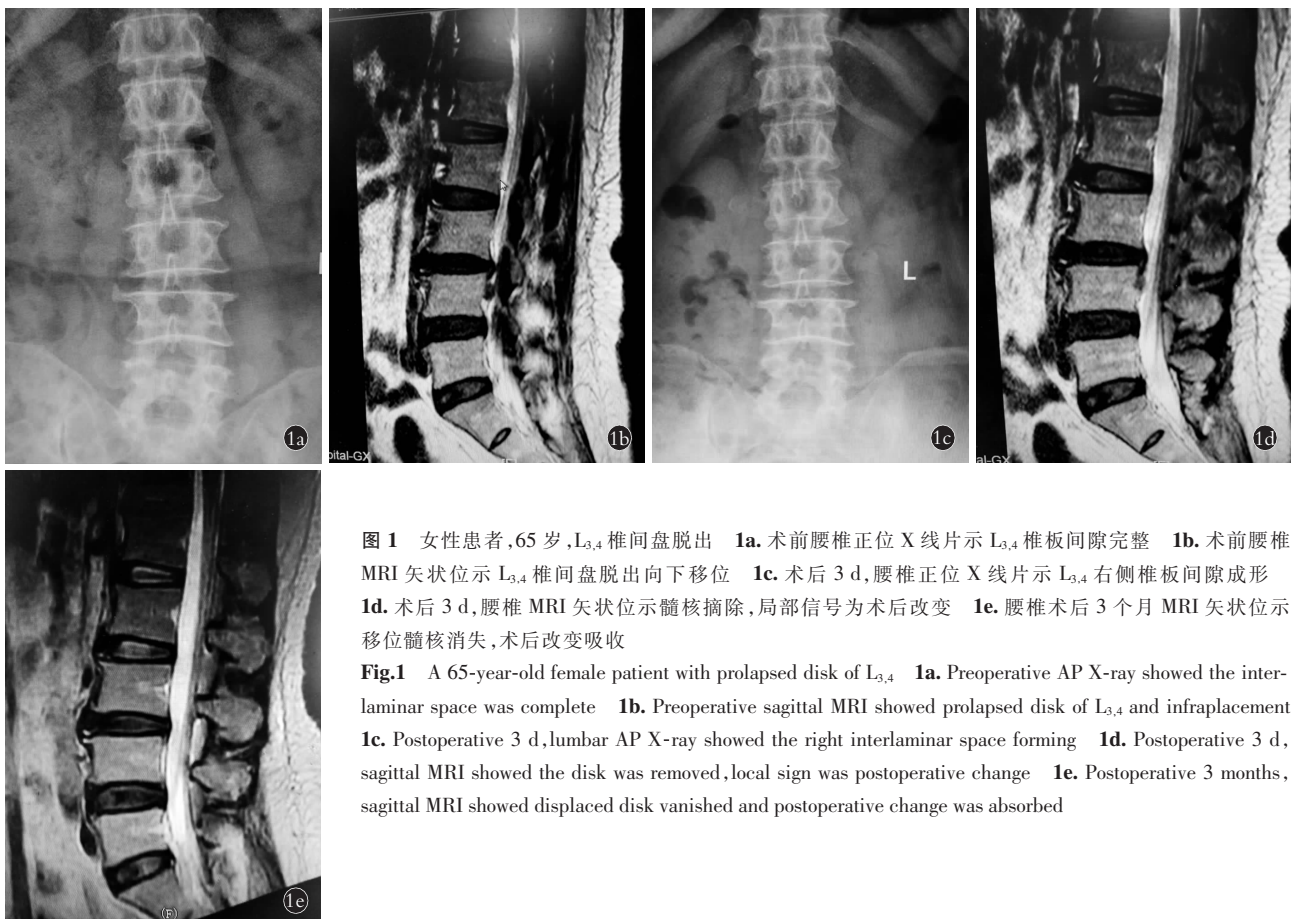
女性患者,65 岁,L_{3,4}椎间盘脱出 1a. 术前腰椎正位 X 线片示 L_{3,4}椎板间隙完整 1b. 术前腰椎 MRI 矢状位示 L_{3,4}椎间盘脱出向下移位 1c. 术后 3 d,腰椎正位 X 线片示 L_{3,4}右侧椎板间隙成形 1d. 术后 3 d,腰椎 MRI 矢状位示髓核摘除,局部信号为术后改变 1e. 腰椎术后 3 个月 MRI 矢状位示移位髓核消失,术后改变吸收
